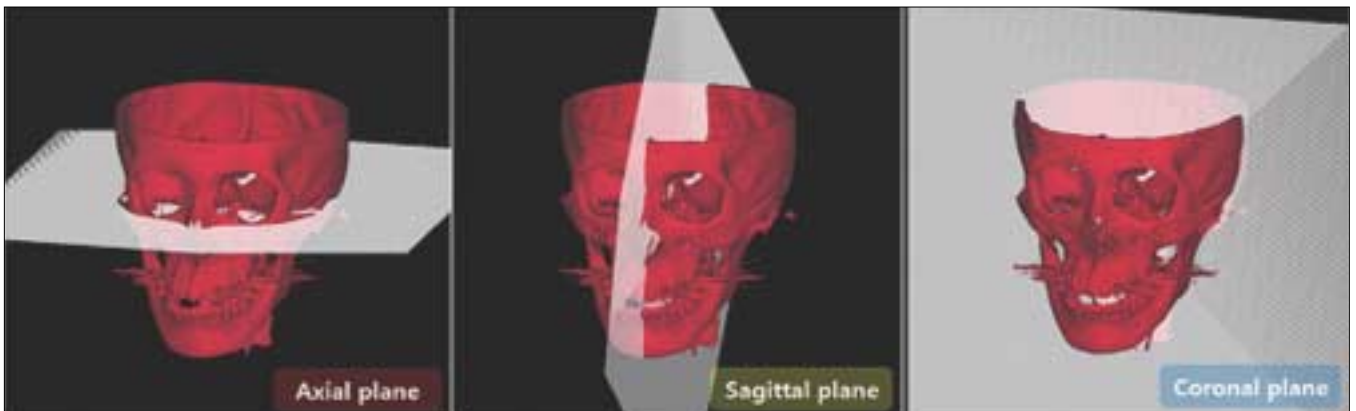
Reference plane in 3D CT.
